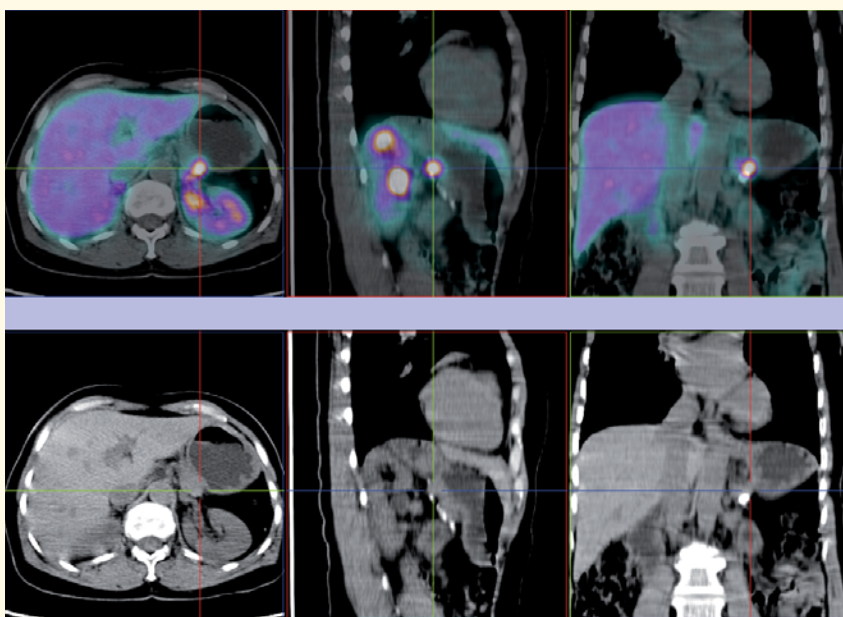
PET/CT com ^{68}Ga -DOTA-NOC: Identificação de recidiva tumoral (triangulação) em doente submetido a pancreatectomia caudal e esplenectomia quatro anos antes por carcinoma neuroendócrino bem diferenciado; CgA elevada (187 ng/ml).
